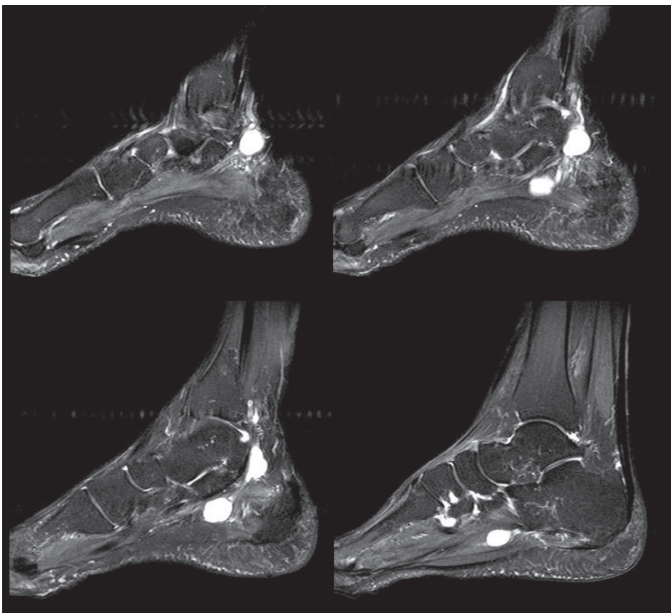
Imagens da ressonância magnética em densidade de prótons, com supressão de gordura no plano sagital, mostrando três lesões expansivas, ovaladas, hiperintensas, homogêneas, no trajeto do nervo tibial posterior, retro e inframaleolares.
